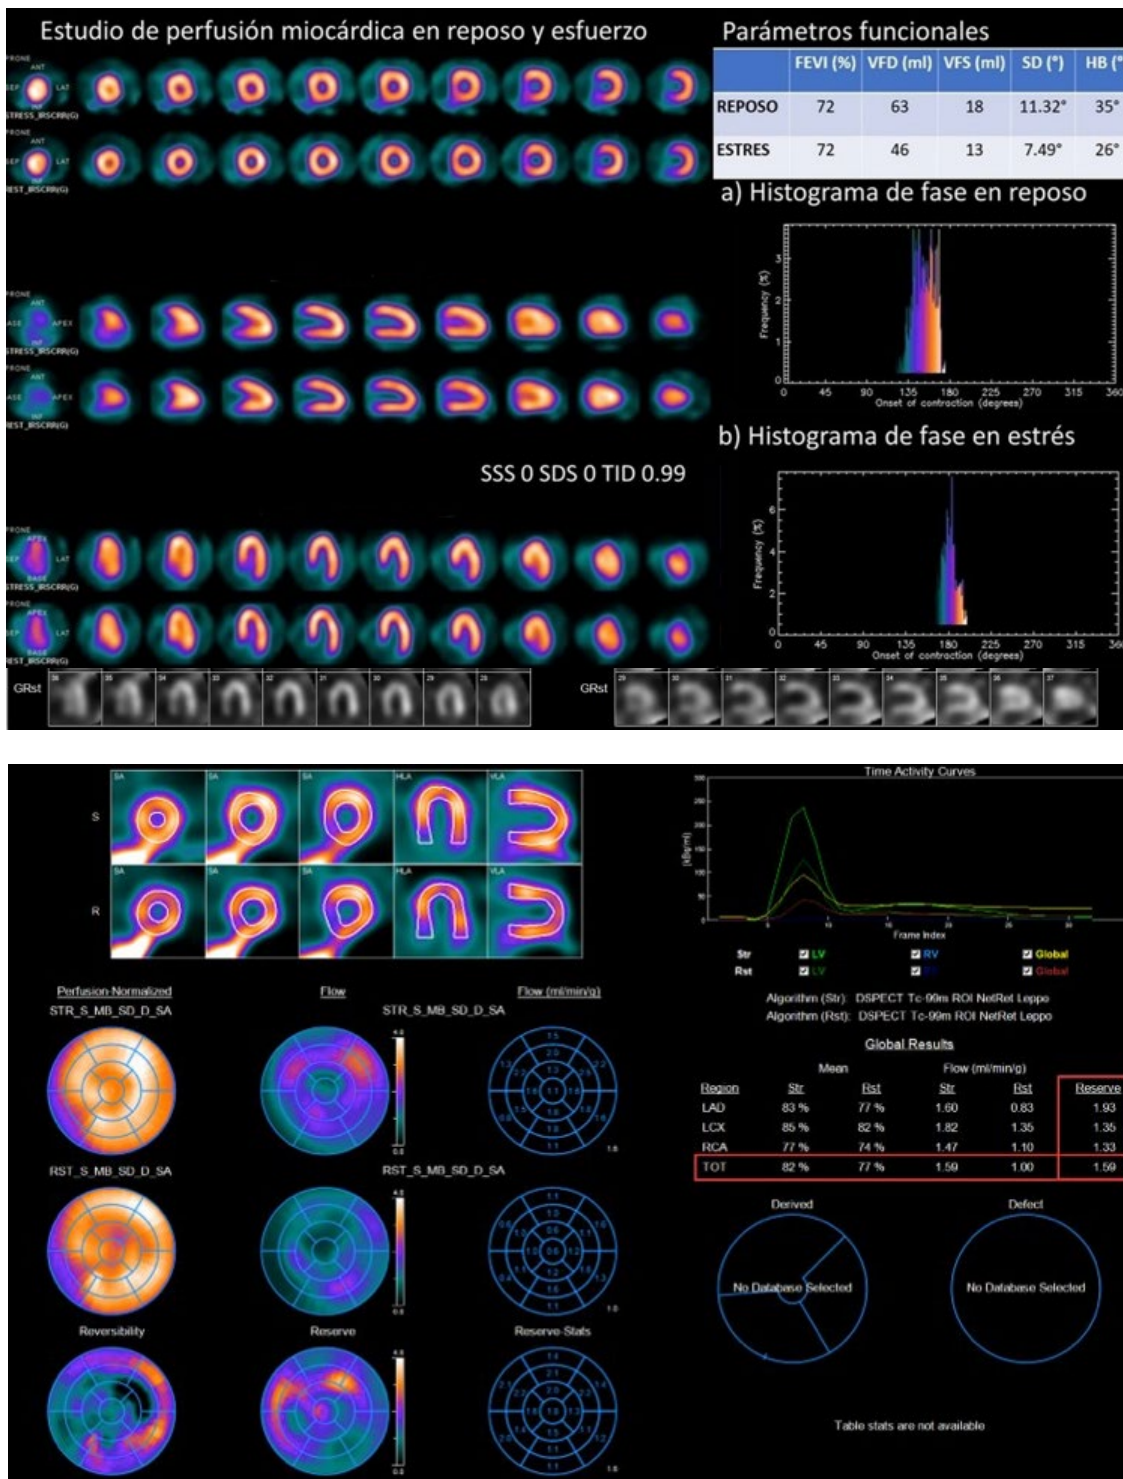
Paciente de 62 años, diabética y dislipémica, con dolor torácico y coronarias sin lesiones obstructivas. El CZT-SPECT evidenció perfusión homogénea y reducción de la reserva de flujo miocárdico global (RFM: 1,59), sugestiva de disfunción microvascular.
